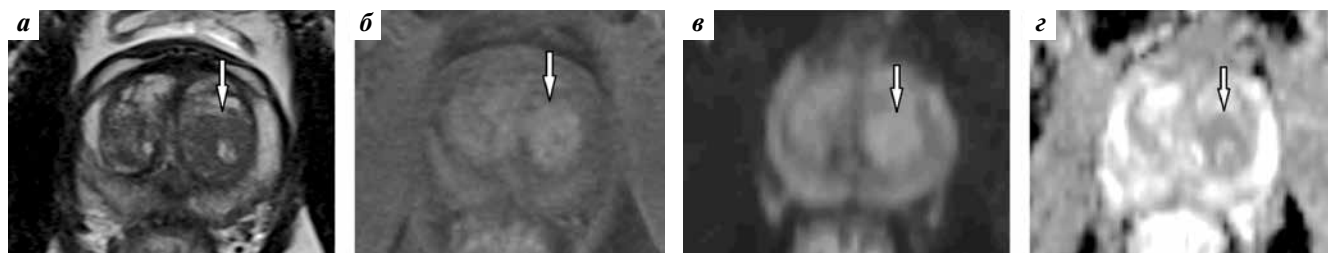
Магнитно-резонансные томограммы предстательной железы у пациента 61 года с верифицированным раком предстательной железы (прицельная fusion-биопсия, сумма баллов по шкале Глисона 3 + 4) в аксиальной плоскости на одном уровне в средней части: а – T2-взвешенное изображение (ВИ); б – T1-ВИ с динамическим контрастным усилением; в – диффузионно-взвешенное изображение (ДВИ) с b-фактором 800; г – карта измеряемого коэффициента диффузии. Узел в транзитной зоне левой доли предстательной железы (стрелки). Узел не имеет четкой капсулы: T2 категория – 2 и ДВИ категория – 4, повышающая итоговую категорию до 3 по системе PI-RADS v2.1
